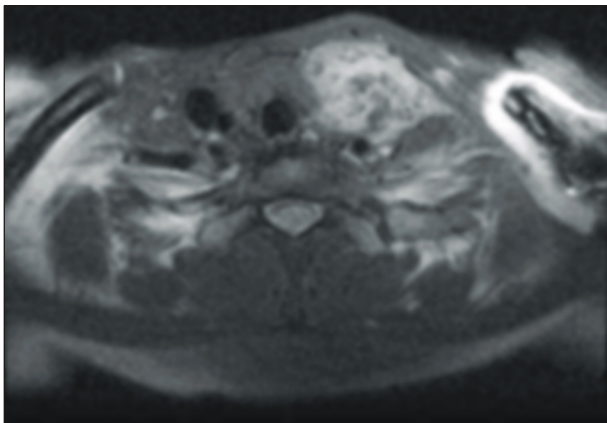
MRI imaging on T2 weighted image. Supraclavicular mass with heterogeneously high signal intensity. The mass shows lobulated margin and abuts left lobe of the thyroid, esophagus, left common carotid artery, and scalene muscle.
